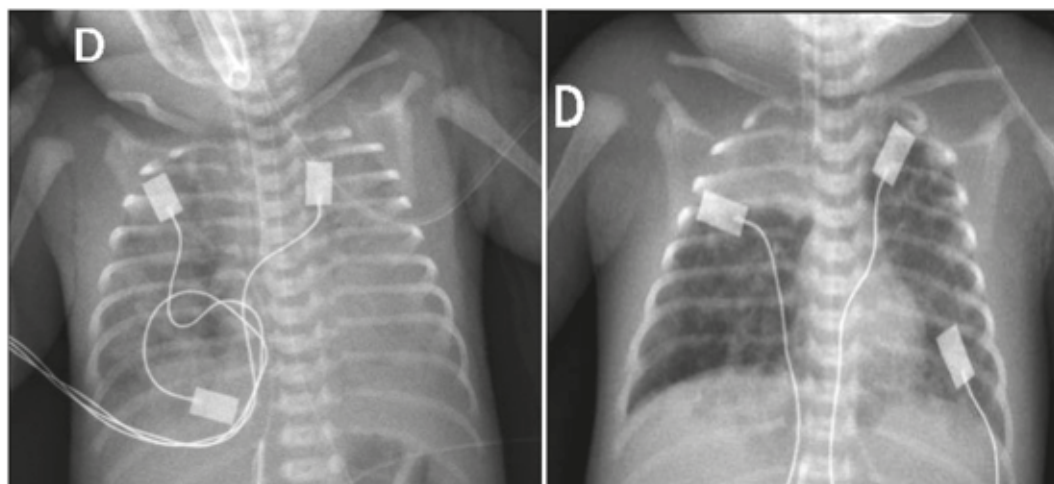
A Radiografía de tórax inicial con patrón alveolar difuso. B. Radiografía de tórax con atelectasia y atrapamiento aéreo.
